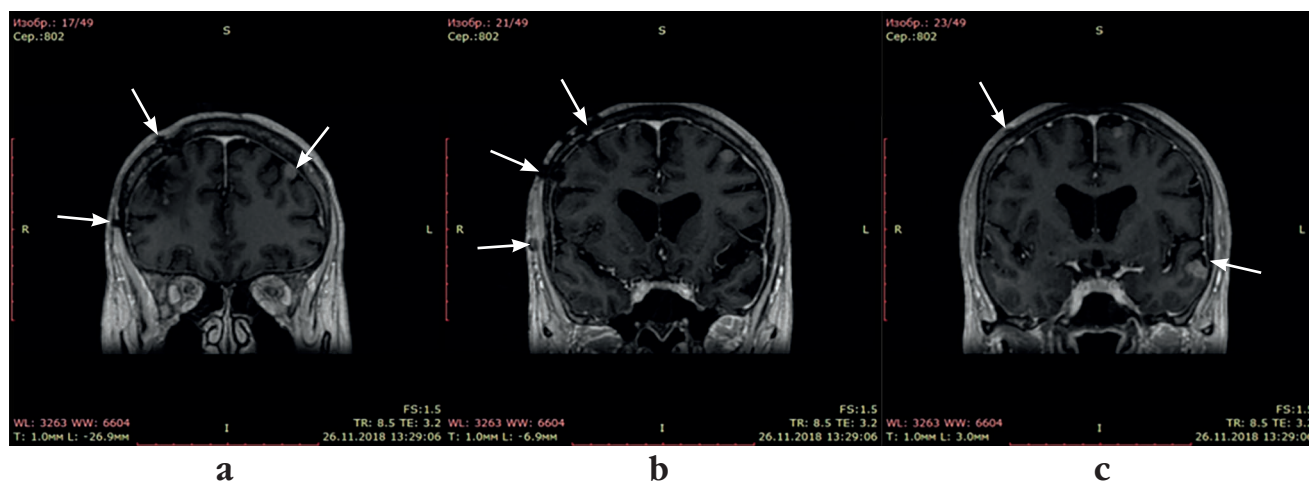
Пациентка О. (63 года). Магнитно-резонансные томограммы головного мозга от 26.11.2018 г. (а–с). Стрелками указаны метастазы в левой теменной, височной долях и костях черепа
